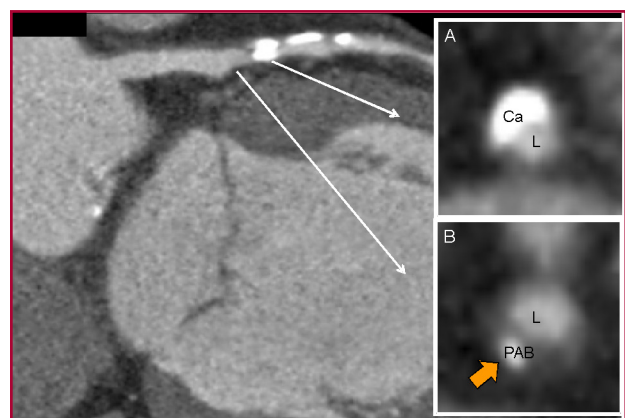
Angiotomografía coronaria que en A muestra placa calcificada (Ca) sin compromiso de la luz (L) y en B, placa voluminosa lipídica (PAB) con remodelación positiva sin comprometer la luz (L).
